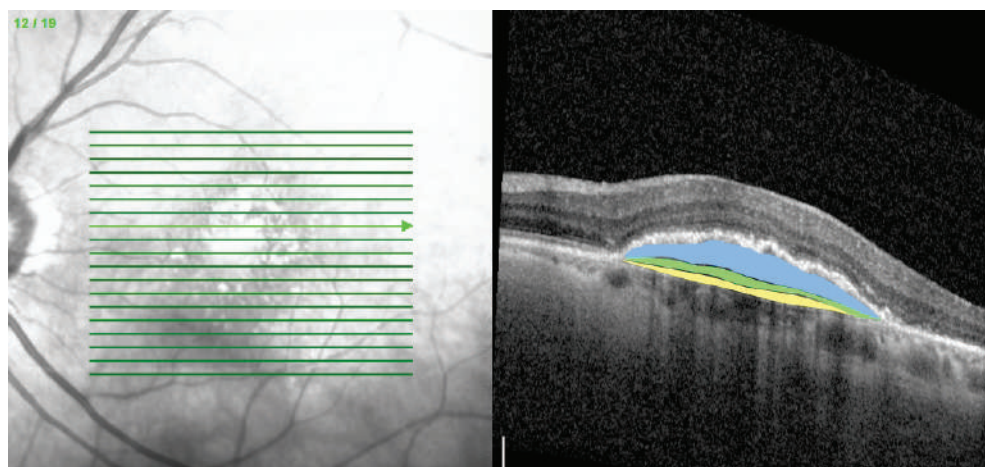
Оптическая когерентная томограмма пациента Г. через 3 месяца после начала терапии
